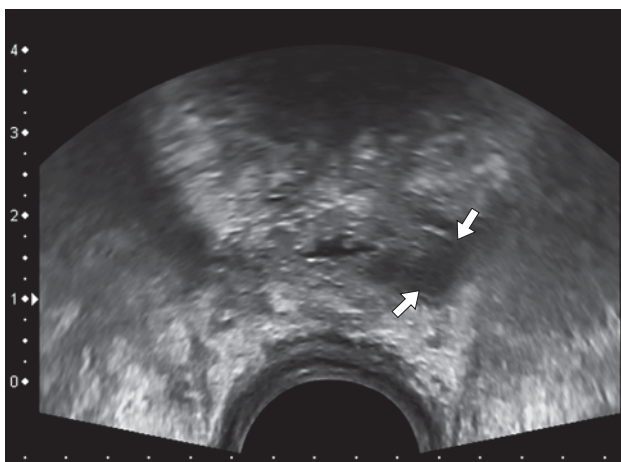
ТРУЗИ простатэктомического ложа. В-режим. Поперечное сканирование. В околоанастомозных тканях у пациента без биохимического рецидива слева определяется образование значительно пониженной эхогенности (стрелки). Рисунок из статьи [19].
